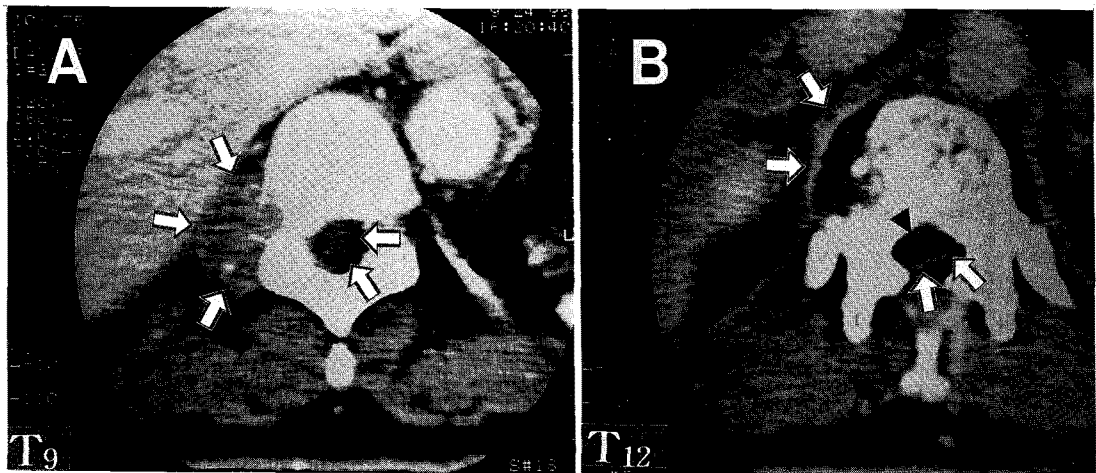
A & B. Axial CT scan in T₉ & T₁₂ level reveals soft tissue mass in right vertebral body and right pedicle, causing bony destruction in these portion There also shows epidural mass in right central canal, causing compression of spinal cord.
